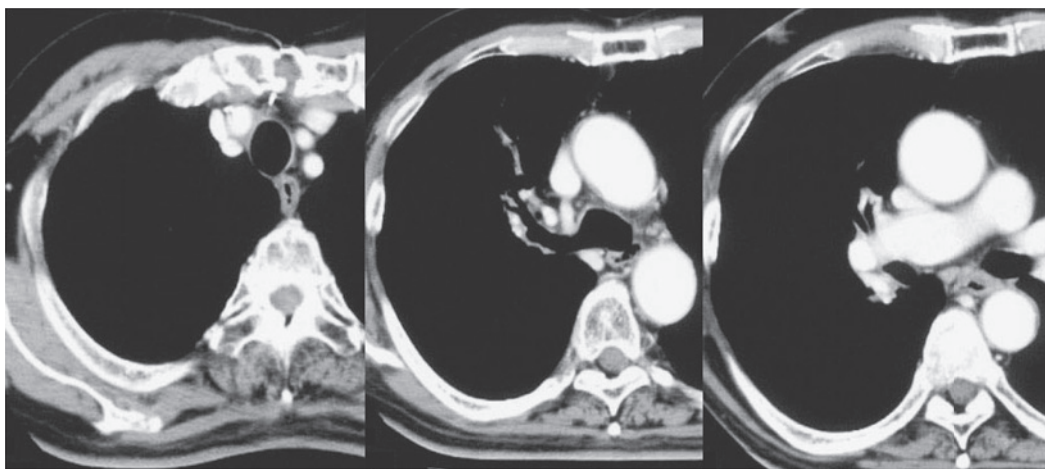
A recent CT image does not show any new lesions or regrowth of the primary lesion.
